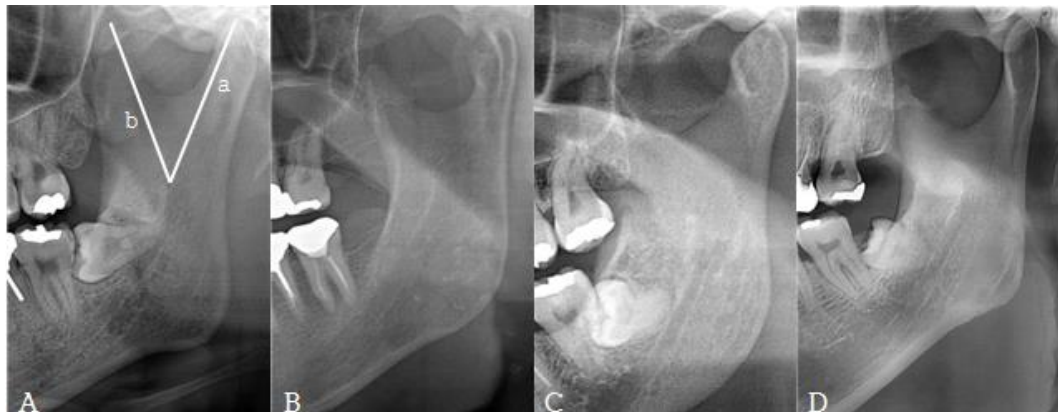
Panoramic radiograph of mandible that shows condyle–coronoid ratio (CON/COR 비율)
